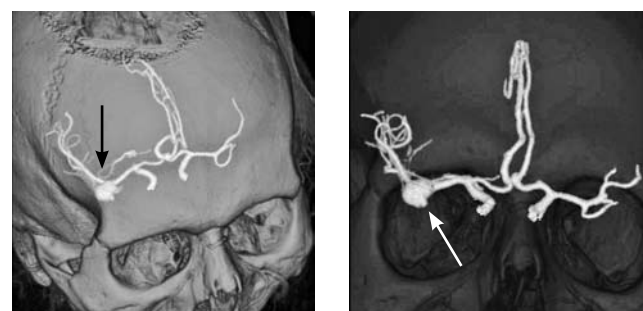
Диагностированная аневризма артерии при МСКТ интракраниальных артерий (стрелки).
